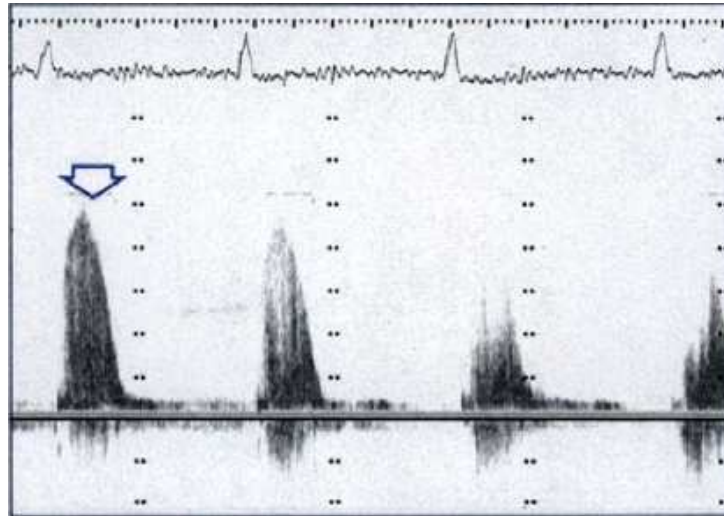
Ejemplo de la variación en la velocidad axial que se obtiene al variar el ángulo entre el haz de ultrasonido y la velocidad real del flujo sanguíneo de la aorta producido en sístole. En este ejemplo, el flujo sanguíneo varía desde los 5 m/s (flecha) hasta casi desaparecer según se vaya variando el ángulo de incidencia del haz de ultrasonido (Hatle and Angelsen, 1985).
